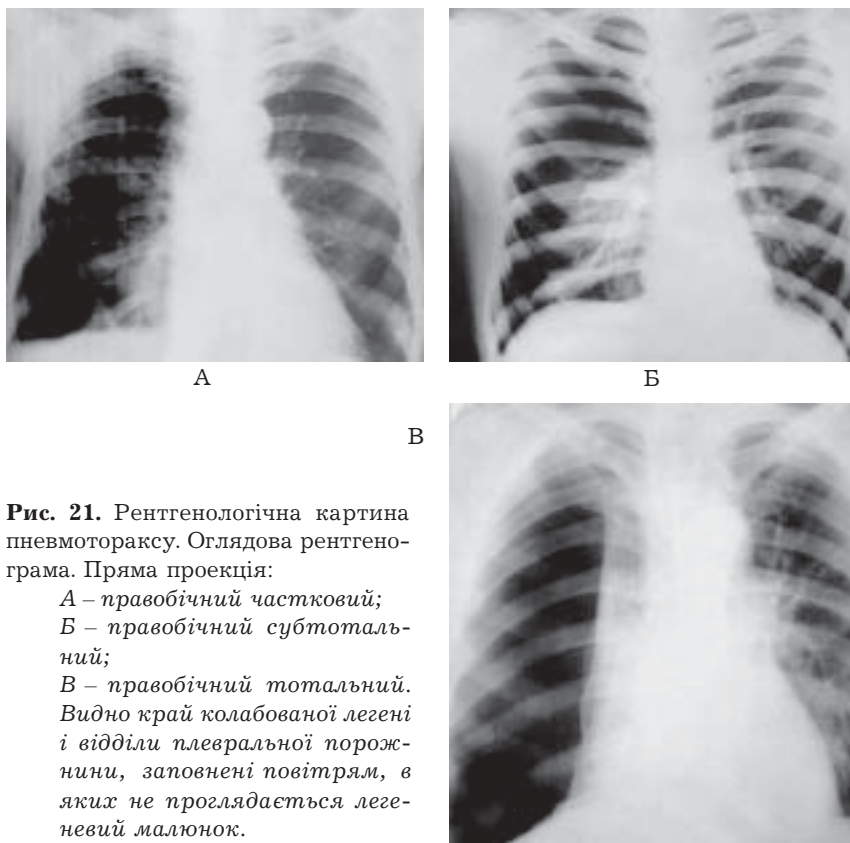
Рентгенологічна картина пневмотораксу. Оглядова рентгенограма. Пряма проекція:
